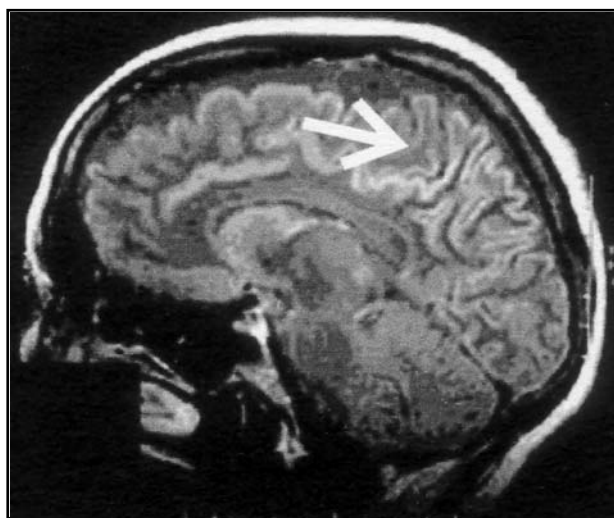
Presença de alteração de sinal no córtex parietal evidenciado em corte sagital (FLAIR).
